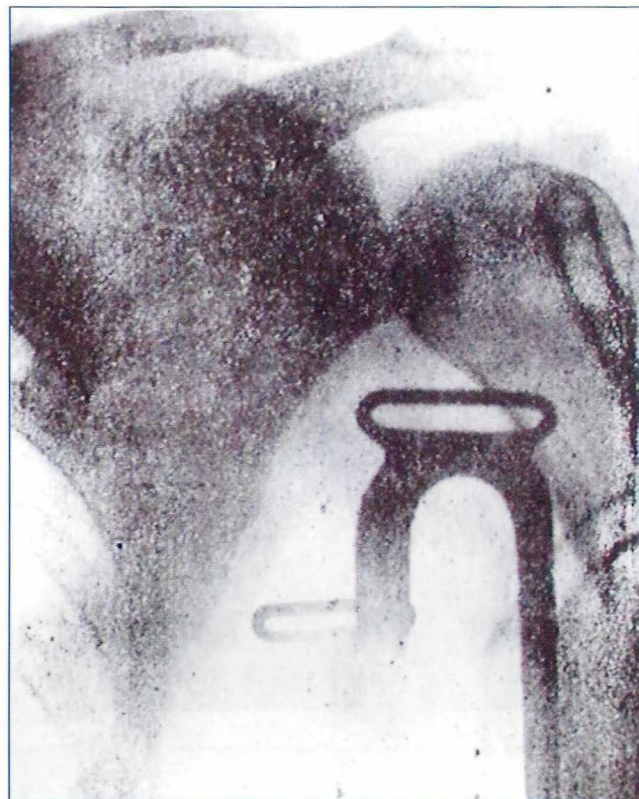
Fotografía de la primera radiografía que aparece publicada en *Repertorio de Medicina y Cirugía*, Vol. VIII No. 2 de noviembre de 1916, p. 250. No hemos encontrado radiografías publicadas con anterioridad en ninguna otra publicación nacional, así, ésta sería la primera en una revista científica en Colombia.
